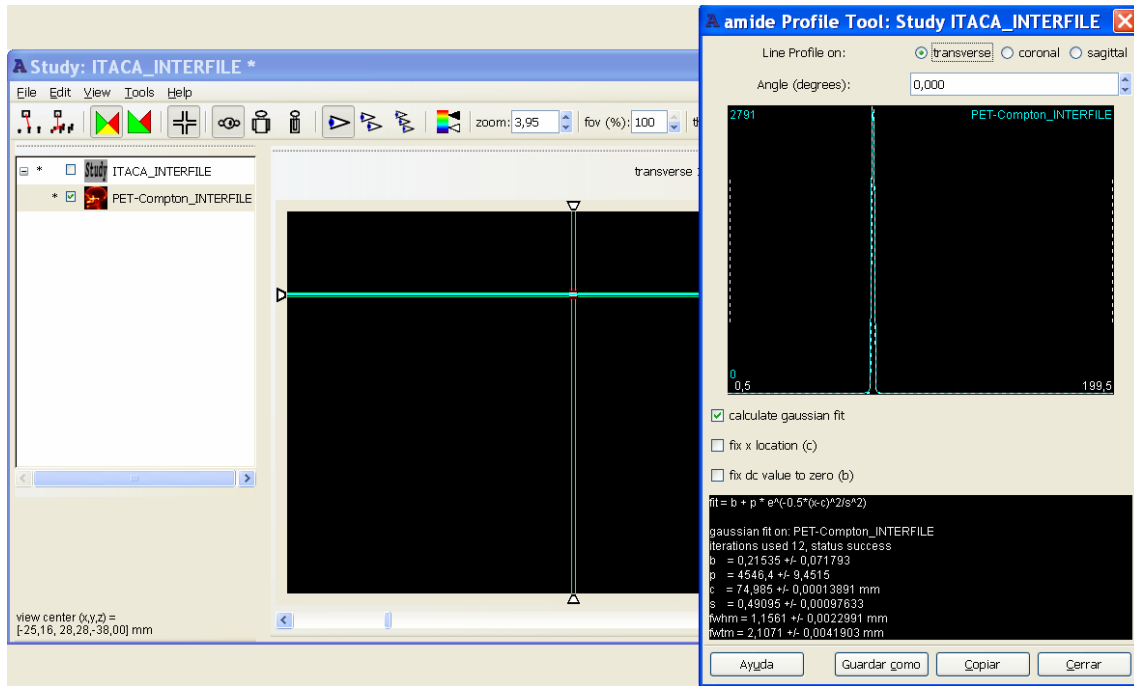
Visualización de los resultados de la simulación PET-Compton experimental.
